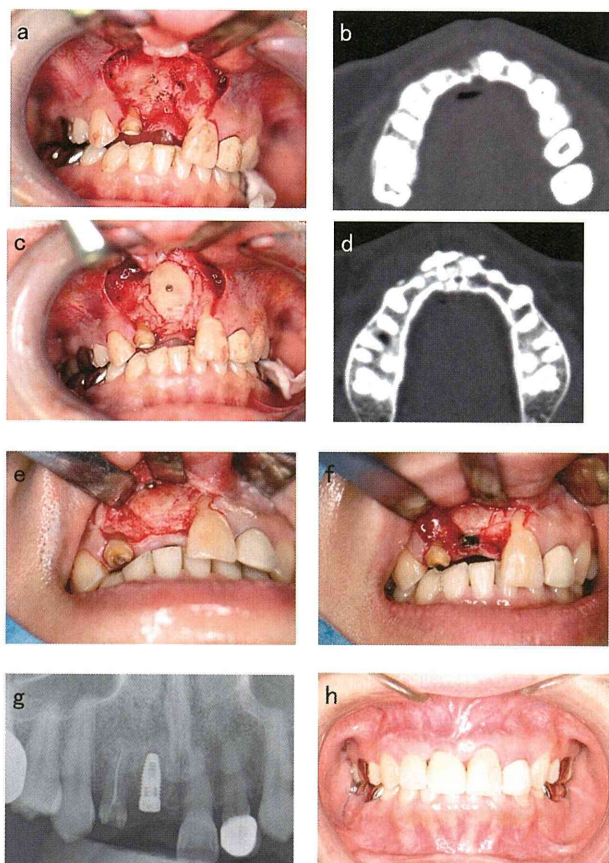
症例1; a. 骨移植床の形成。上顎右側中切歯が欠損している。b. 術前CT写真。歯槽骨の唇舌的骨量が喪失している。c. 下顎枝外側骨を移植し、骨片周囲に碎片皮質骨を緊密に充填。d. 術後CT写真。e. 術後4か月。移植骨の正着は良好で、歯槽骨の幅は増大していた。f. スクリューを除去し、インプラントを埋入。g. 術後X線写真。h. 補綴処置。インプラント部と上顎右側側切歯にポーセレンクラウンを装着。
